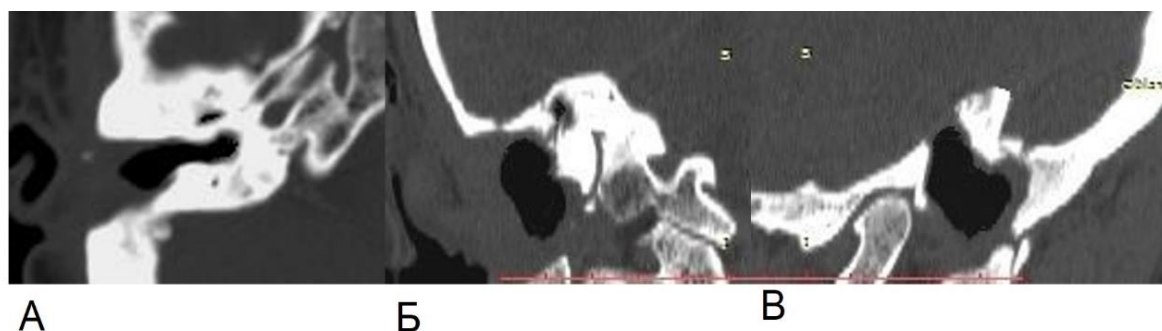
КТ правой височной кости пациента Л., 44 лет, через 30 дней после хирургического лечения в аксиальной (А), коронарной (Б) и сагиттальной (В) проекциях
